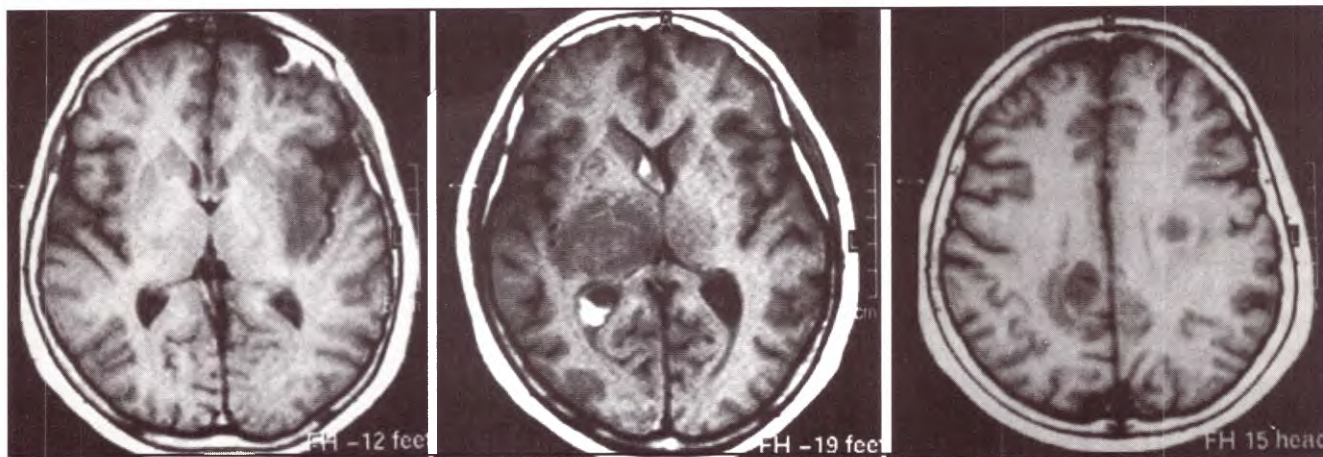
IRM: cortes axiales ponderados en T1. A. Insular izquierda. B. Talámica derecha. C. Parietal derecha y frontal izquierda.
